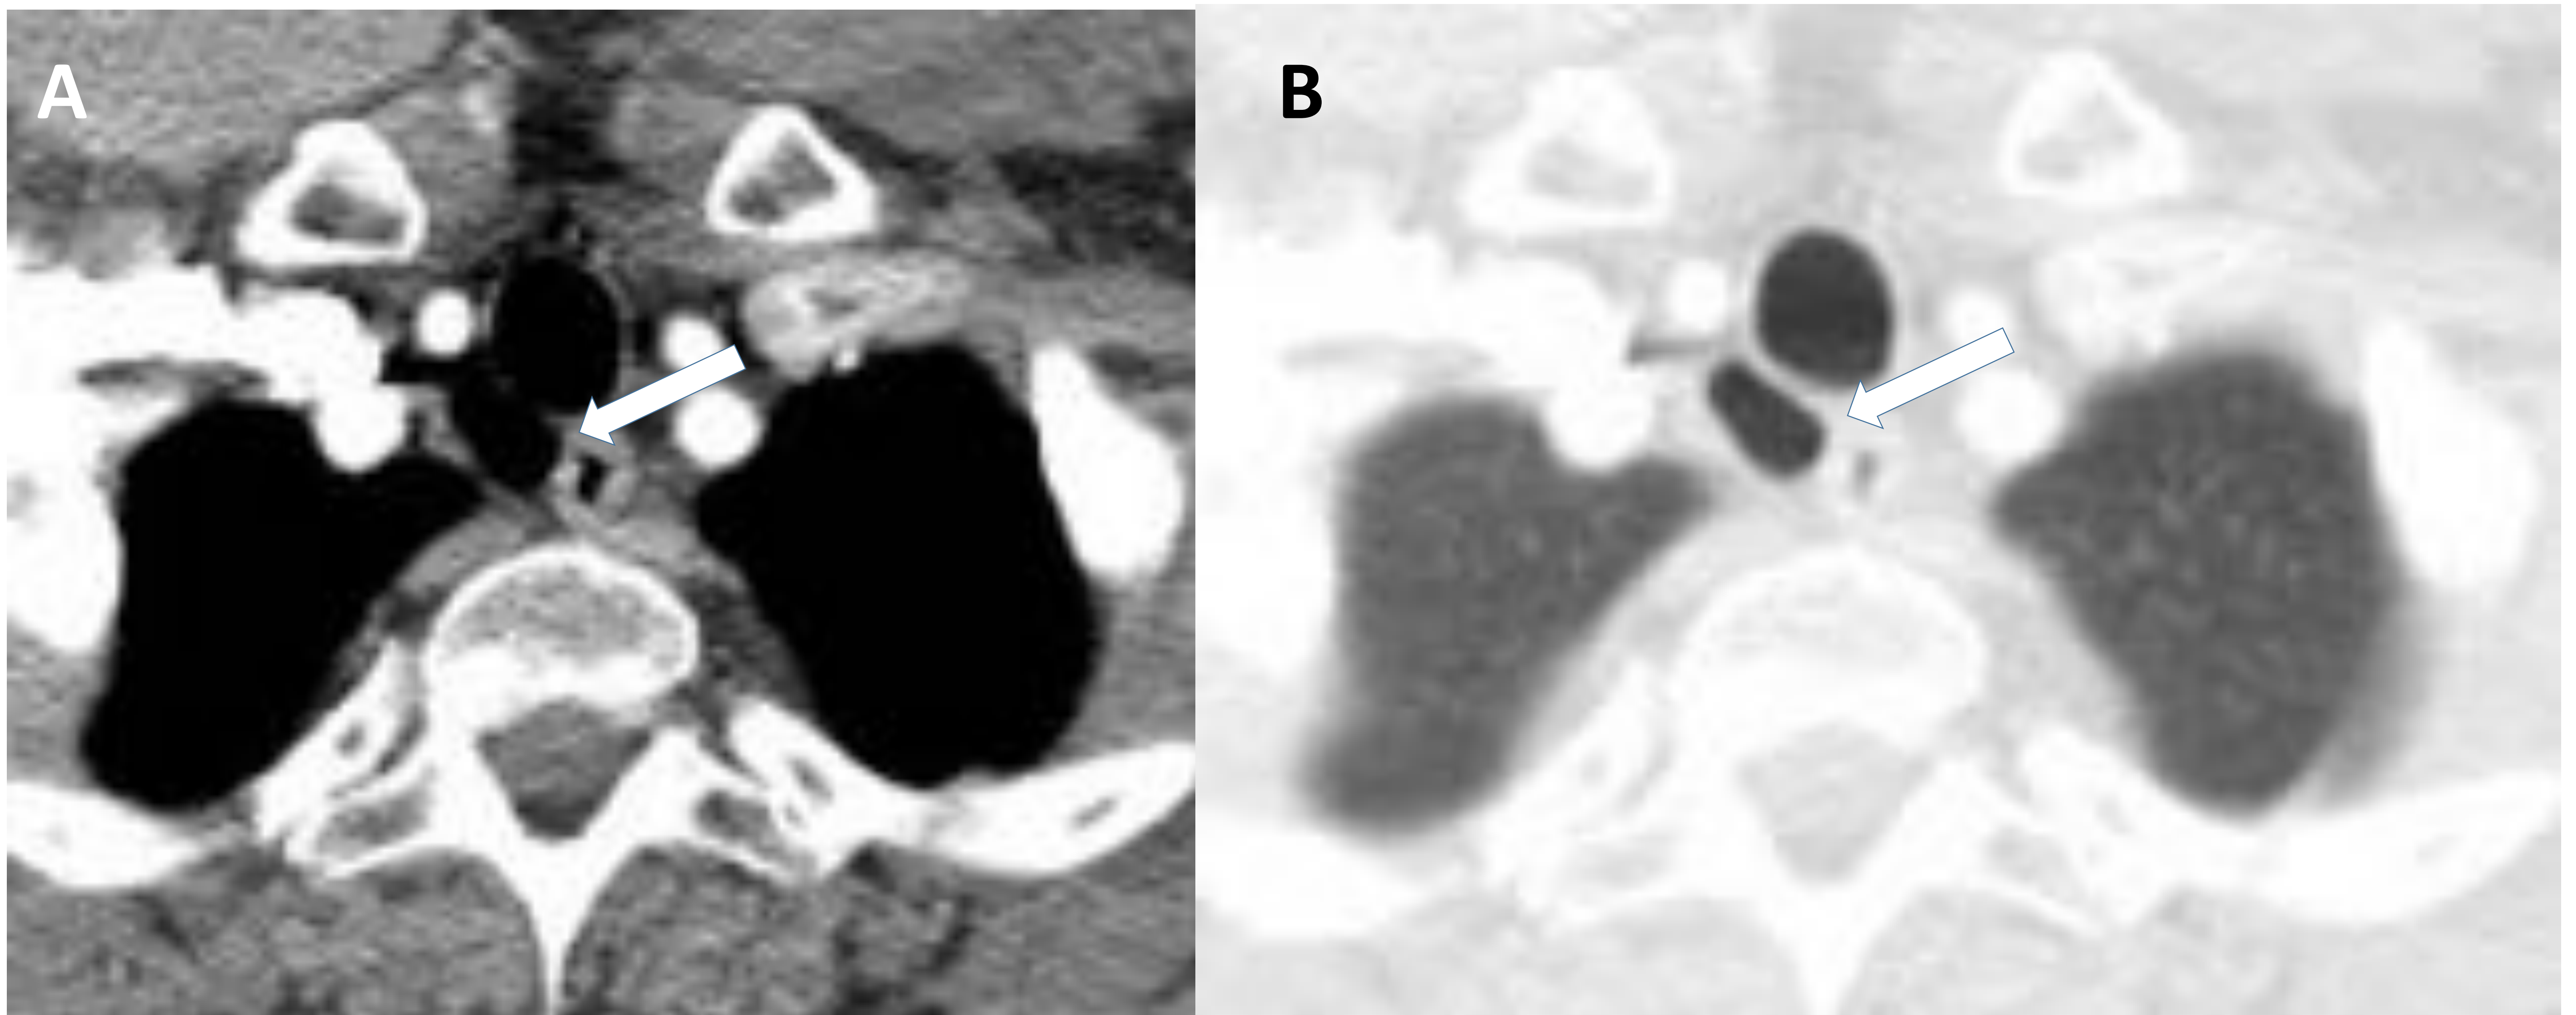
TC torácica axial con CIV. A) En localización posterolateral derecha y adyacente a la tráquea, se observa una imagen redondeada e hipodensa (flecha). B) En la ventana de parénquima se observan con mayor nitidez los bordes de dicha imagen hipodensa (flecha), sugestiva de divertículo traqueal.
